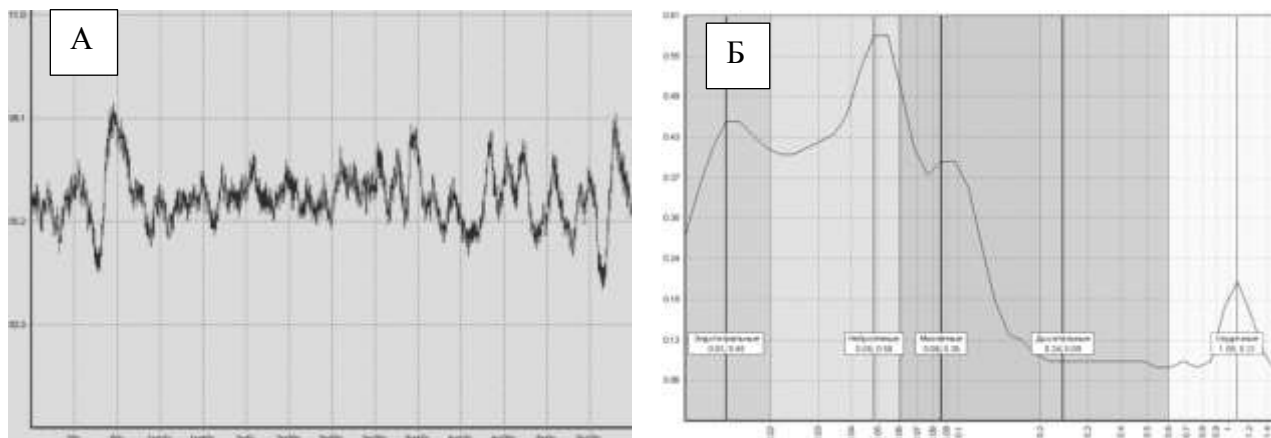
ЛДФ-грамма с перфузией крови М (А) и амплитудно-частотные характеристики (Б) механизмов, формирующих тонус микрососудов после автоматического вейвлет анализа ЛДФ граммы
